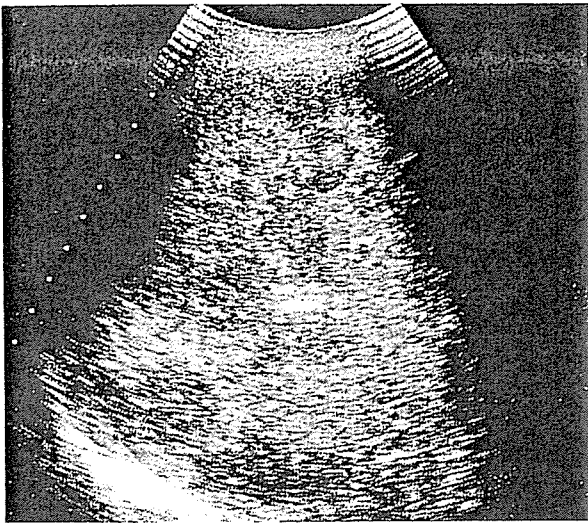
腹部超音波像(肝転移, 65歳女性, 膵体尾部癌→膵体尾部切除術後9ヵ月)
